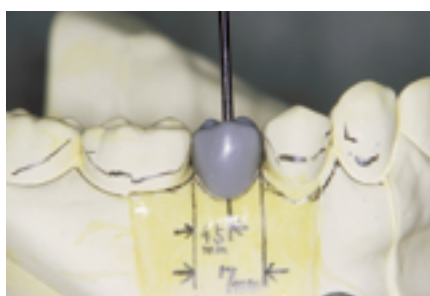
研究模型において下顎右側第二小臼歯欠損部の近遠心径が7mmであることから小臼歯形態の診断用ワックスアップを行う。術前のX線写真と合わせてエレメントインプラント(φ3.5mm、長さ11mm)を選択する。そしてサバイヤーにて埋入位置と方向を決定する。
